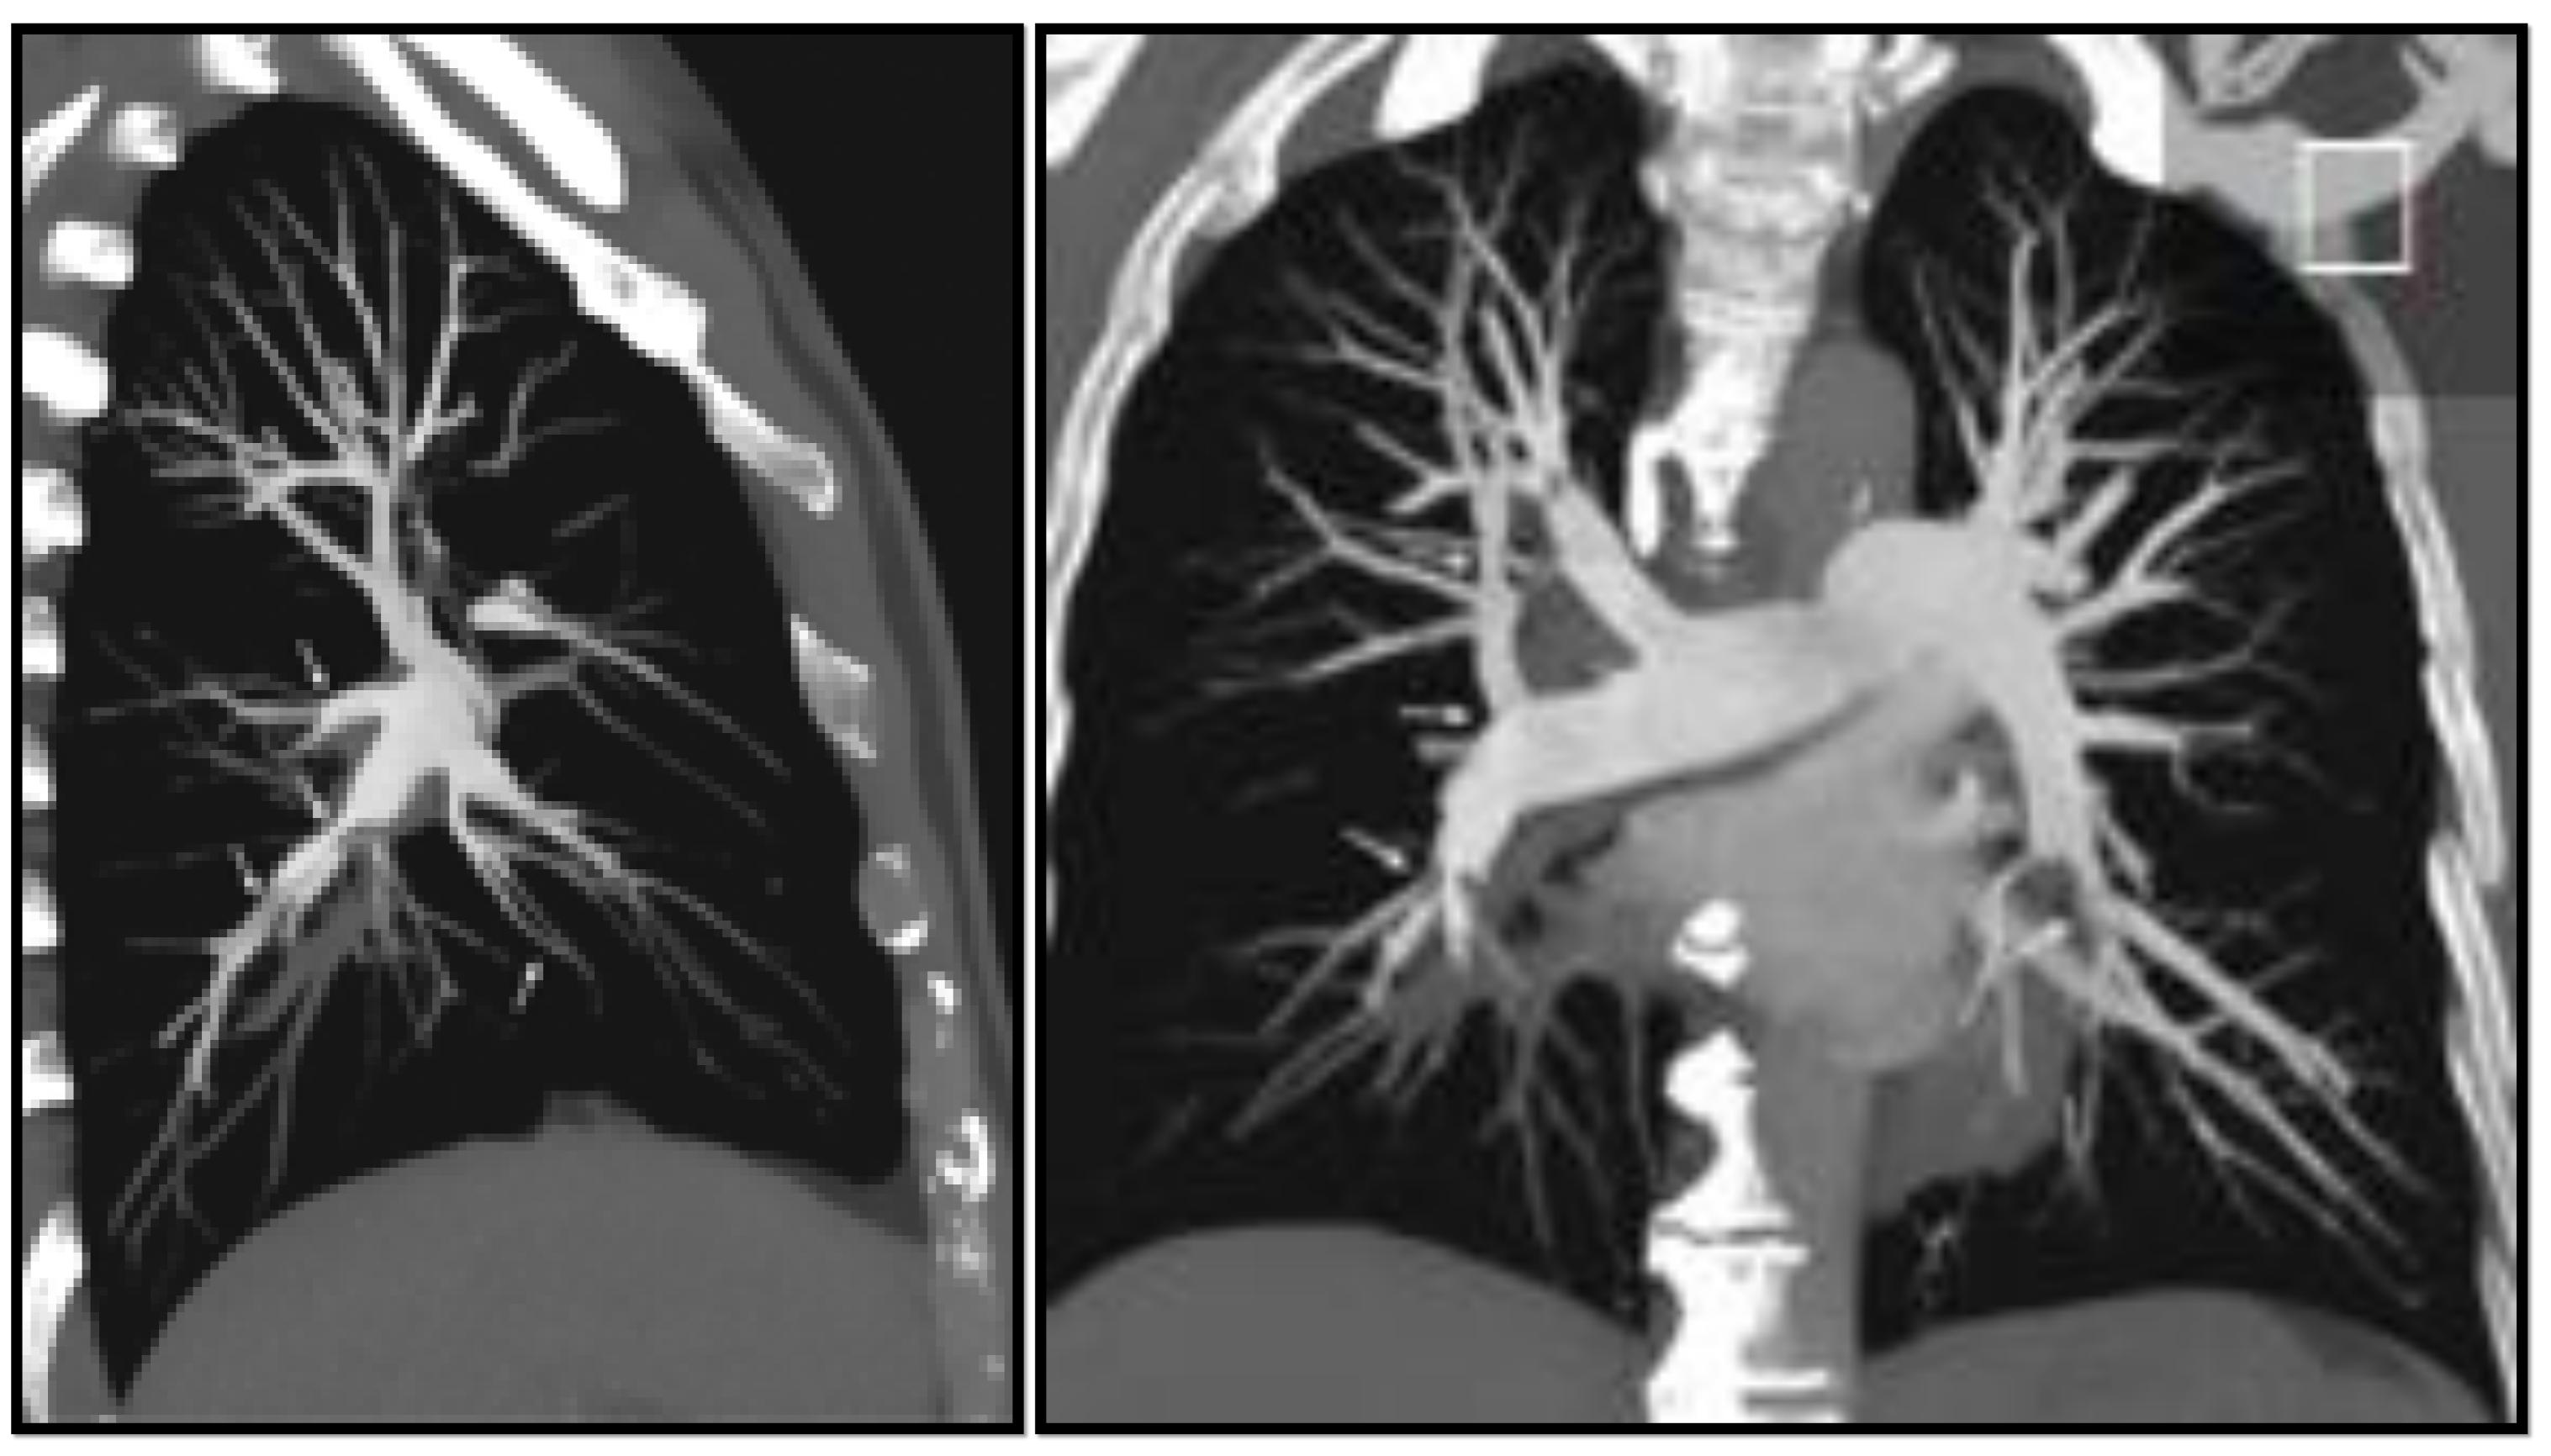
Angio-TC de evaluación en paciente con HPTEC, previa a endarterectomía. Reconstrucciones en plano sagital (izquierda) y coronal (derecha).
